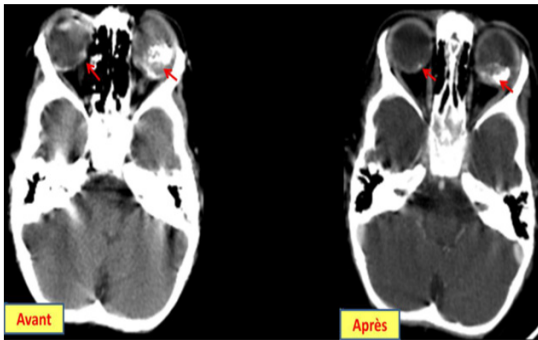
Calcifications dans un rétinoblastome bilatérale au TDM avant et après chimiothérapie
